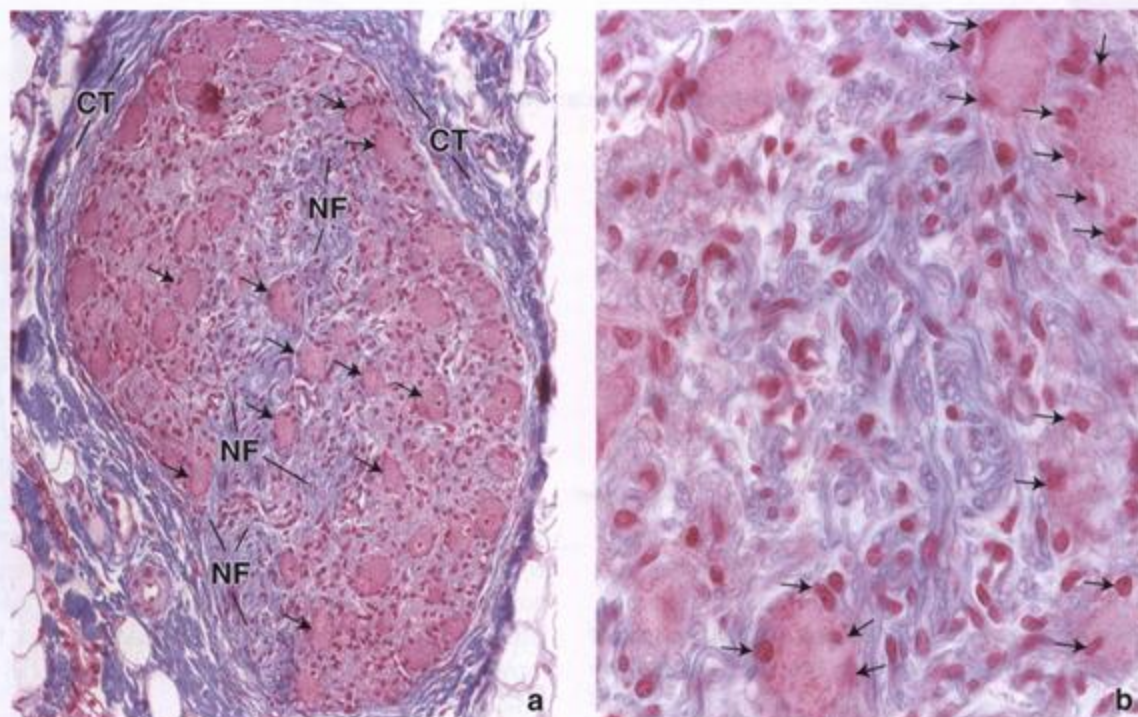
Microfotografía de un ganglio nervioso. a. Microfotografía de un ganglio teñido con la técnica de Mallory-azan. Obsérvense los somas neuronales grandes (flechas) y las fibras nerviosas (NF) ganglionares. Los núcleos muy pequeños en la periferia de los somas neuronales pertenecen a las células satélite. El ganglio está rodeado por una cápsula de tejido conjuntivo denso no modelado (CT) que es comparable con el epineuro del nervio y se continúa con este. 200 ×. b. Más aumento del ganglio en donde se ven los axones individuales y unos cuantos somas neuronales con sus células satélite (flechas). Los núcleos en la región de los axones en su mayoría son núcleos de células de Schwann. 640 ×.
